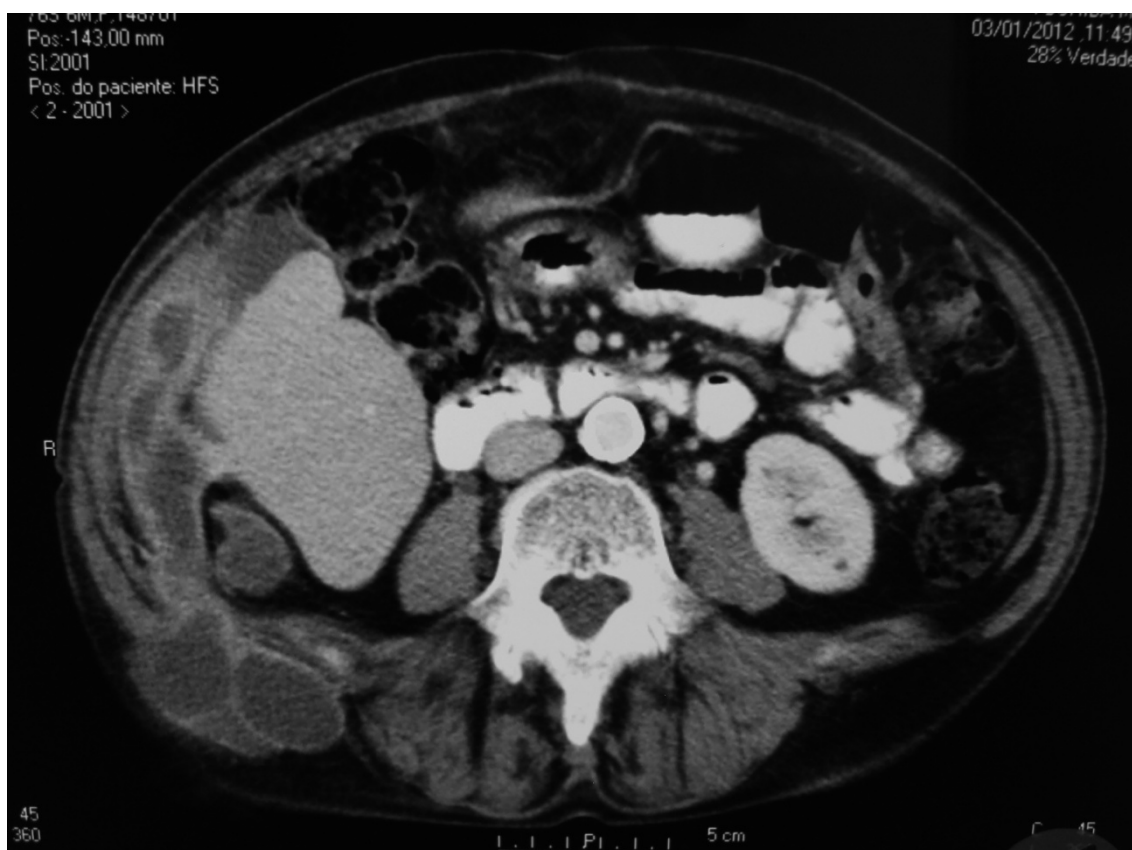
Tomografia computadorizada de controle, corte axial, evidenciando aumento do conteúdo herniado através do triângulo lombar superior.
